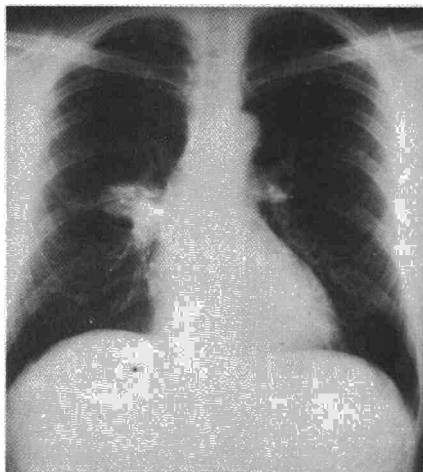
La radiografía P-A de tórax muestra una imagen de consolidación parahiliar derecha, de bordes mal definidos e irregulares, presentando en su interior una formación nodular de mayor densidad.
